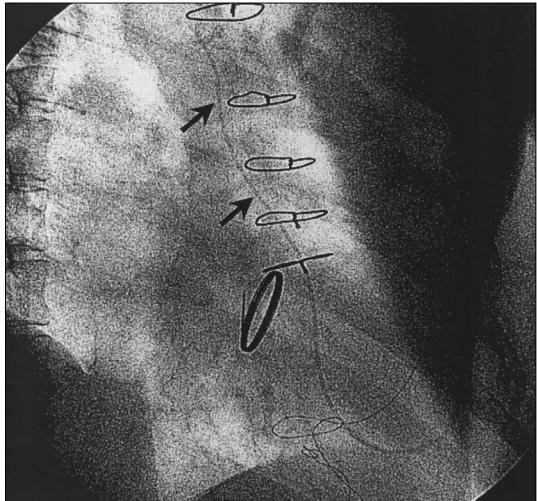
Catheter fragment on fluoroscopy. We had a firm belief that foreign body found in left ventricle and ascending aorta on echocardiography and chest x-ray was remnant cutted LA (left atrial) pressure catheter after mitral valve replacement. Arrows indicate catheter fragment.
